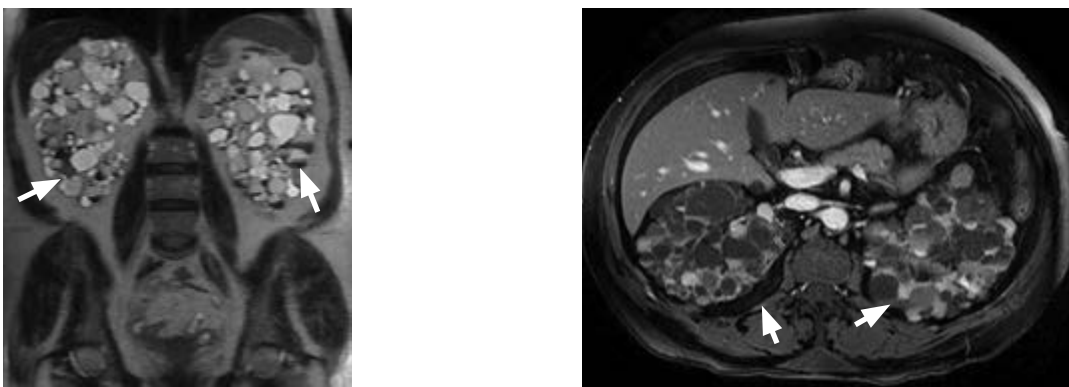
RM en secuencias coronal y axial T2. Múltiples lesiones quísticas (flechas) en ambos riñones
